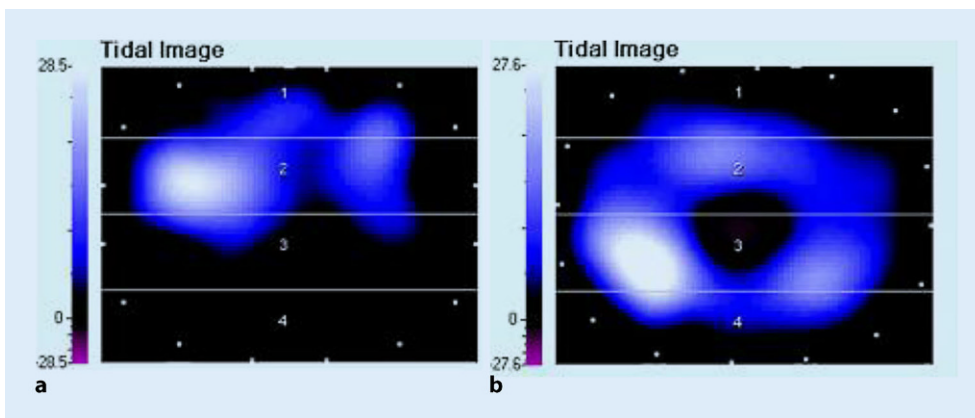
◀ Originalregistrierungen einer elektrischen Impedanztomographie (EIT) zeigen die über einen Atemzyklus summierten tidalen Impedanzänderungen und somit die regionale Verteilung der tidalen Ventilation. (Erklärungen s. Text)
